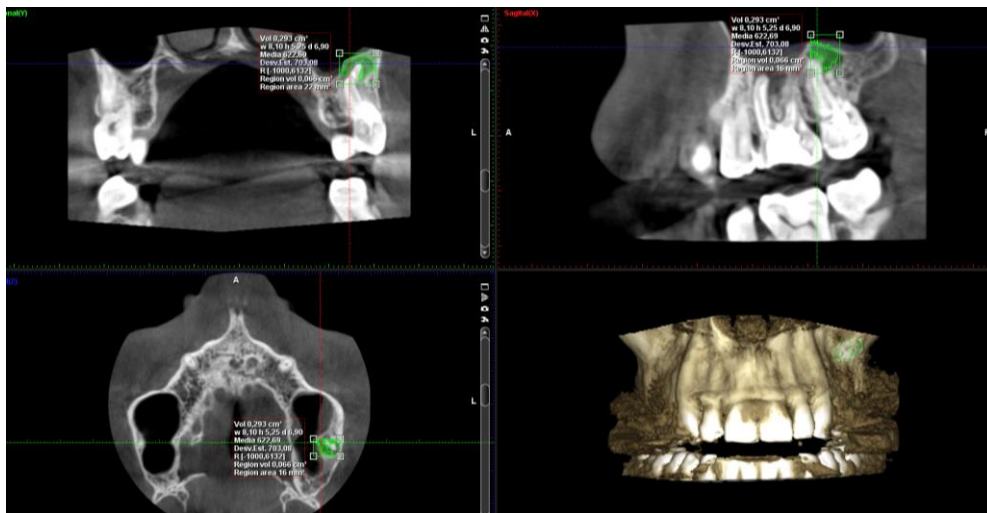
Área periapical en diente 2.6 donde no se observa ninguna perforación de la cortical, ni la vestibular ni la palatina. a, corte coronal. b, corte sagital. c, corte axial. d, Simulación 3D
